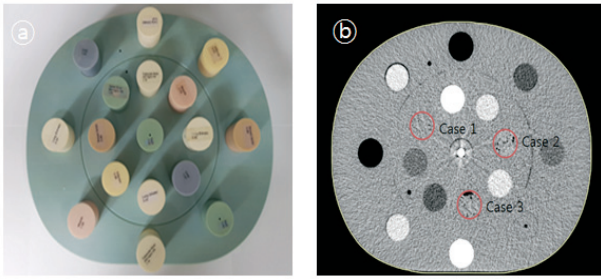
CIRS and CT Image(Ⓐ CIRS phantom Ⓑ Colloid gel CT Image)
